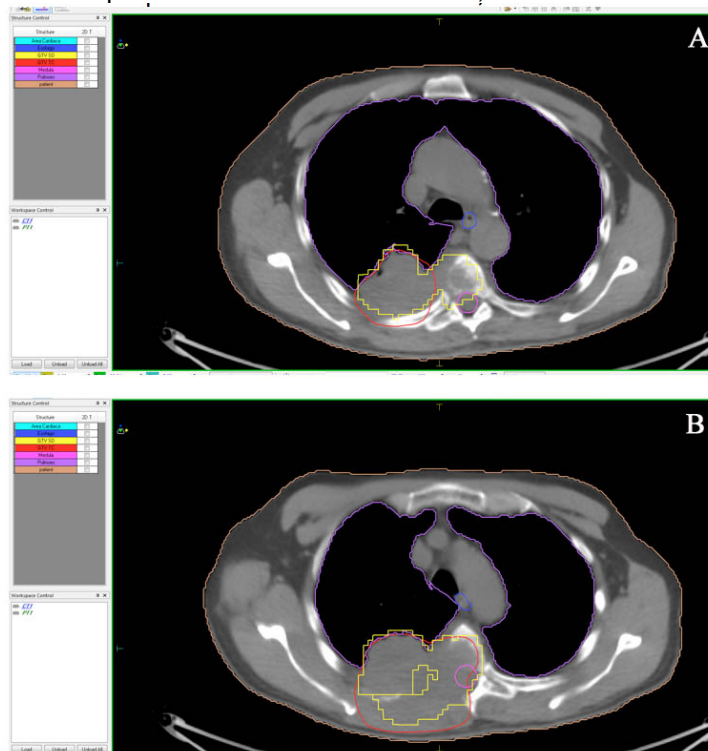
Cortes axiais da fusão das imagens PET/CT mostrando diferentes *thresholds* nos volumes de interesse, do caso 2.
